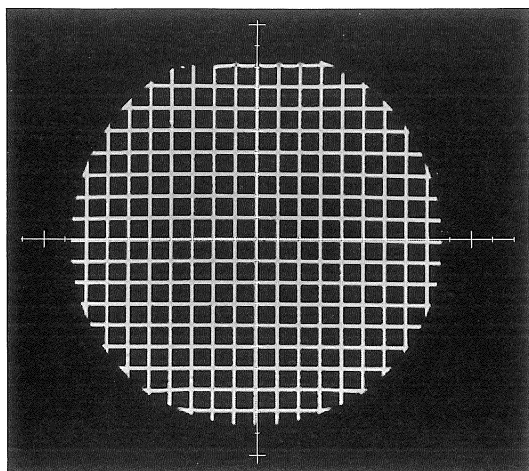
Distortion of MR image. Distortion of MR image was less than 2 mm within the area of 9 cm from the magnetic field center. (TR/TE : 500/40,axial image).
